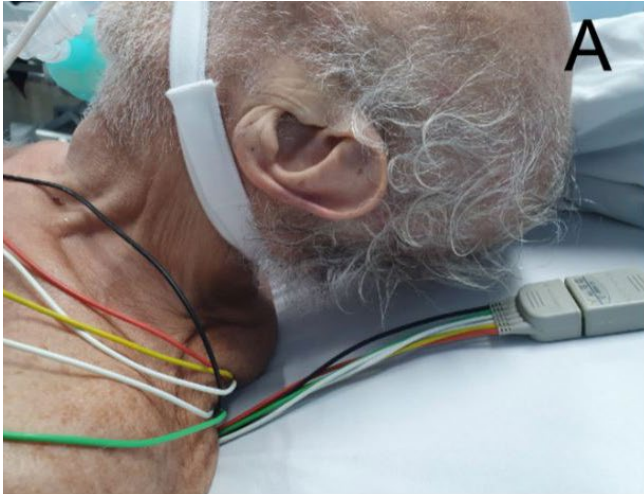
Fatores que representam contraindicações relativas à traqueostomia guiada por ultrassonografia: limitação da hiperextensão cervical (A); e fúrcula (f), distância cricofurcular (D), cartilagem cricóide (c) e cartilagem tireoide (t) (B).
